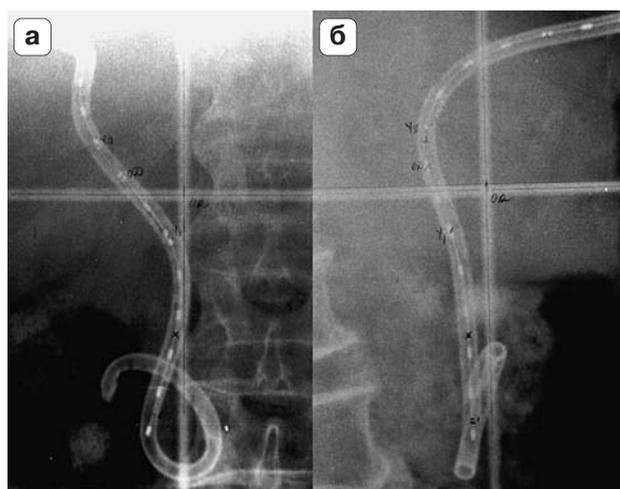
Рентгенограмма. Чреспеченочный катетер с имитатором источника в двух ортогональных проекциях. а — прямая проекция; б — проекция под углом  $45^\circ$ .
